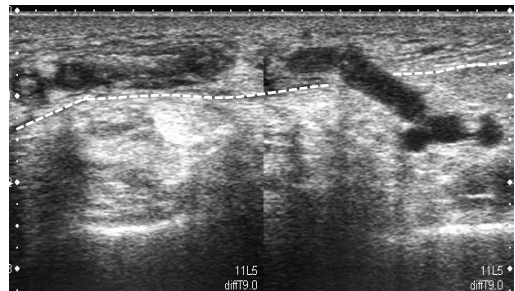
Tromboflebitis superficial con extensión a venas tibiales posteriores. Ecografía modo B, plano axial desde cara posteroexterna de pantorrilla, se observa tromboflebitis superficial extendiéndose a venas tibiales posteriores a través de vena perforante. Fascia superficial (línea discontinua)
